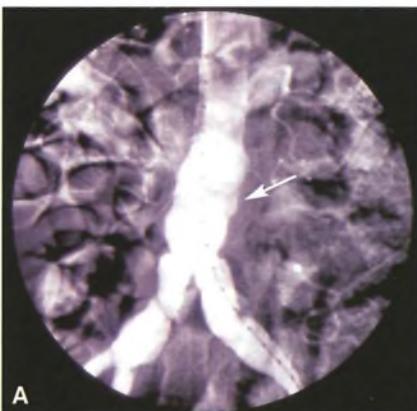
Aortografia addominale con catetere centimetrico. Lo studio viene effettuato per valutare la possibilità di trattamento endoprotesico. A) Si apprezza la presenza di aneurisma di aorta addominale medio-distale, esteso al *carrefour*, con ectasia delle arterie iliache (freccia); B) stesso caso studiato con tomografia assiale computerizzata: la dilatazione della parete arteriosa appare evidente (freccia).
